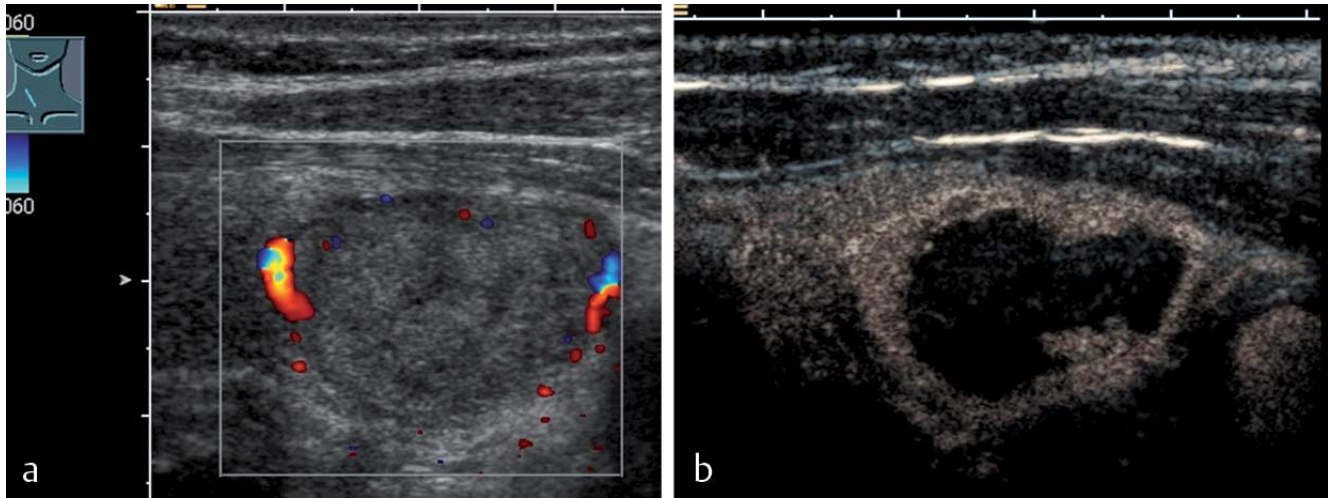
Therapiekontrolle nach PEIT. a Farbdopplersonografisch sind nur noch einzelne Farbkleckse am Rand des Knotens erkennbar. Es ist noch keine vollständige Zerstörung des autonomen Knotens erreicht. b Die echosignalverstärkte Sonografie ist sensitiver. Man erkennt noch einen zarten kontrastmittelaufnehmenden (durchbluteten) Randsaum als Ausdruck der Restaktivität des autonomen Adenoms.
